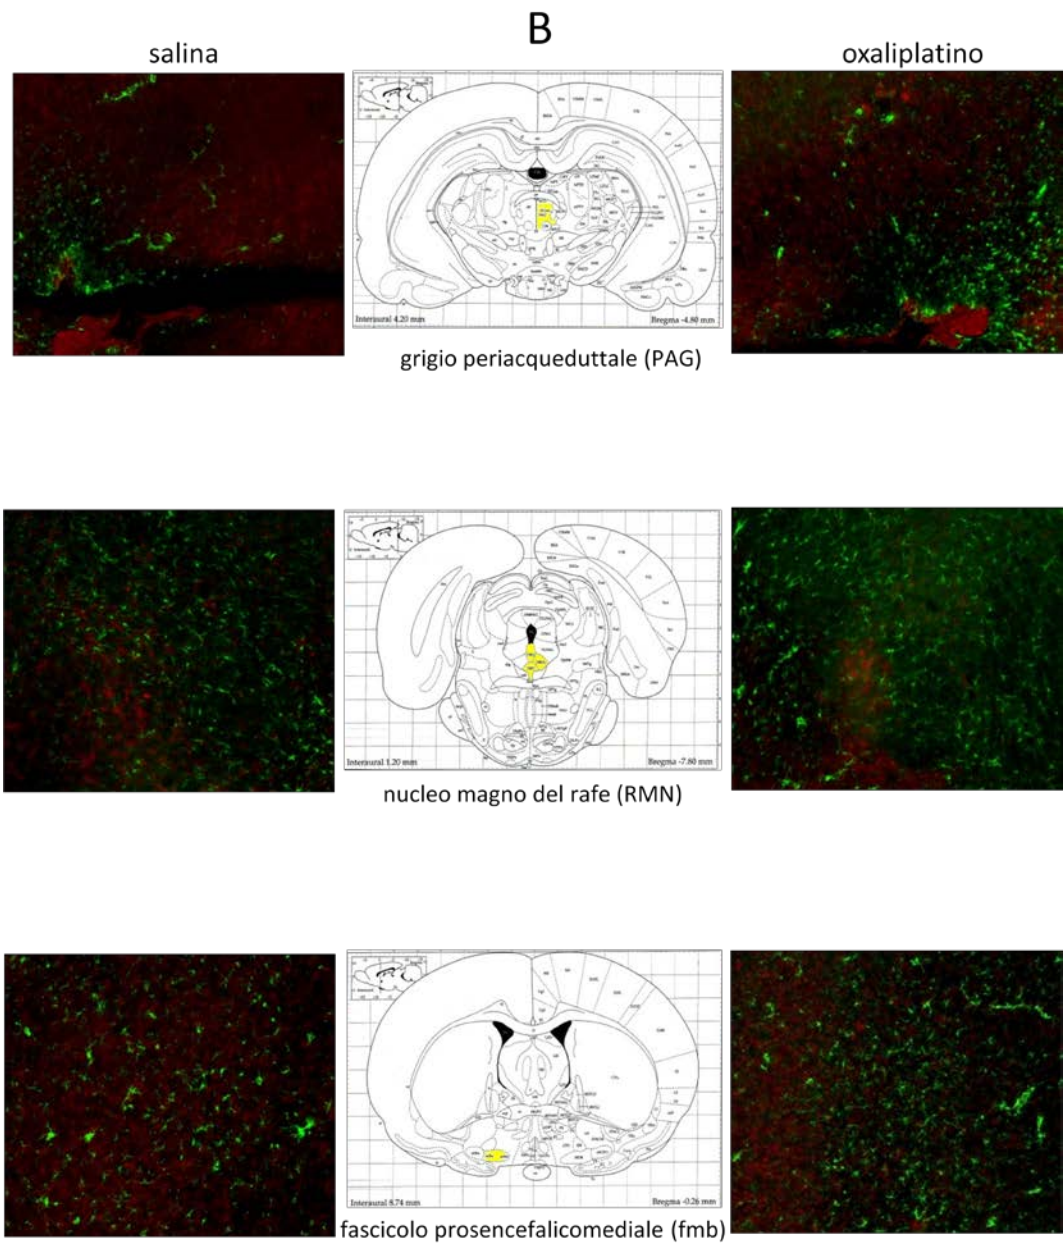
B – Encefalo, microglia. Sono mostrate le seguenti aree: grigio periacqueduttale (PAG), nucleo magno del rafe (RMN) e fascicolo prosencefalico mediale (fmb). Ingrandimento 20X.
